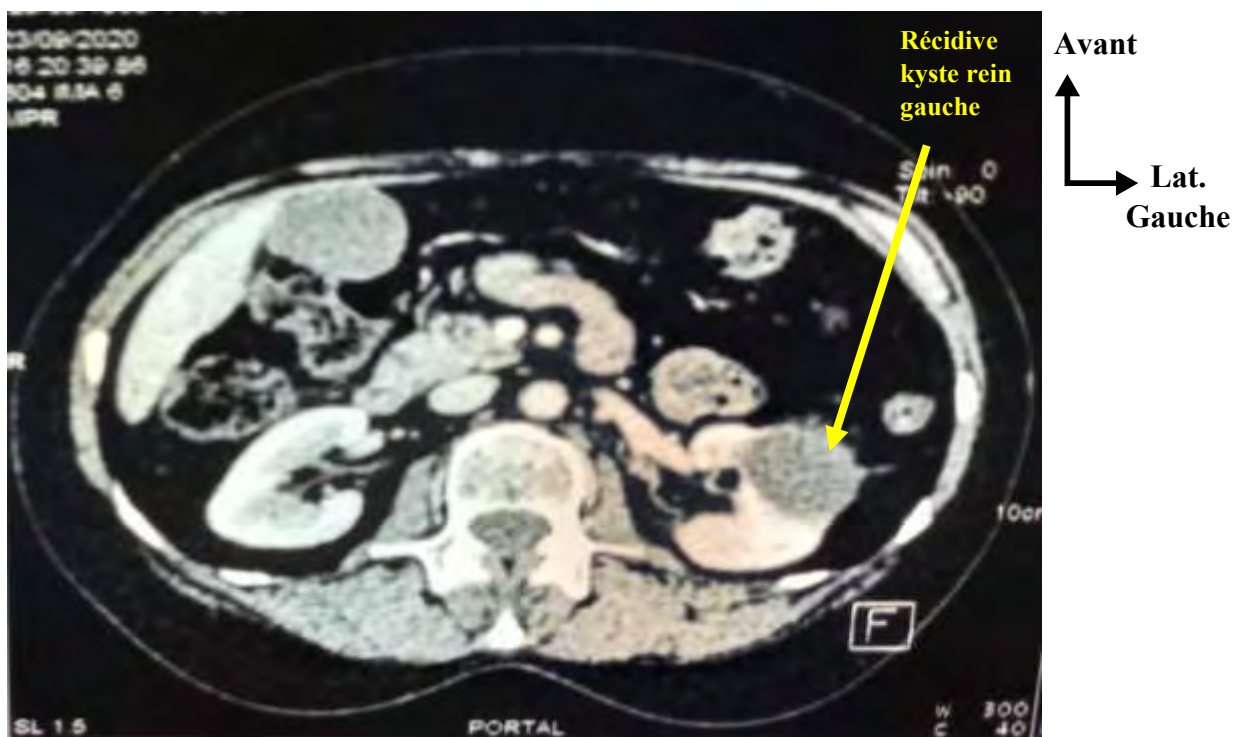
Image TDM à 1 an post-exérèse laparoscopique d'un kyste rénal montrant une récurrence sous forme de kyste rénal gauche médio-polaire, uniloculaire, de 62 x 57 mm classée type I de Bosniak chez une patiente de 60 ans.
